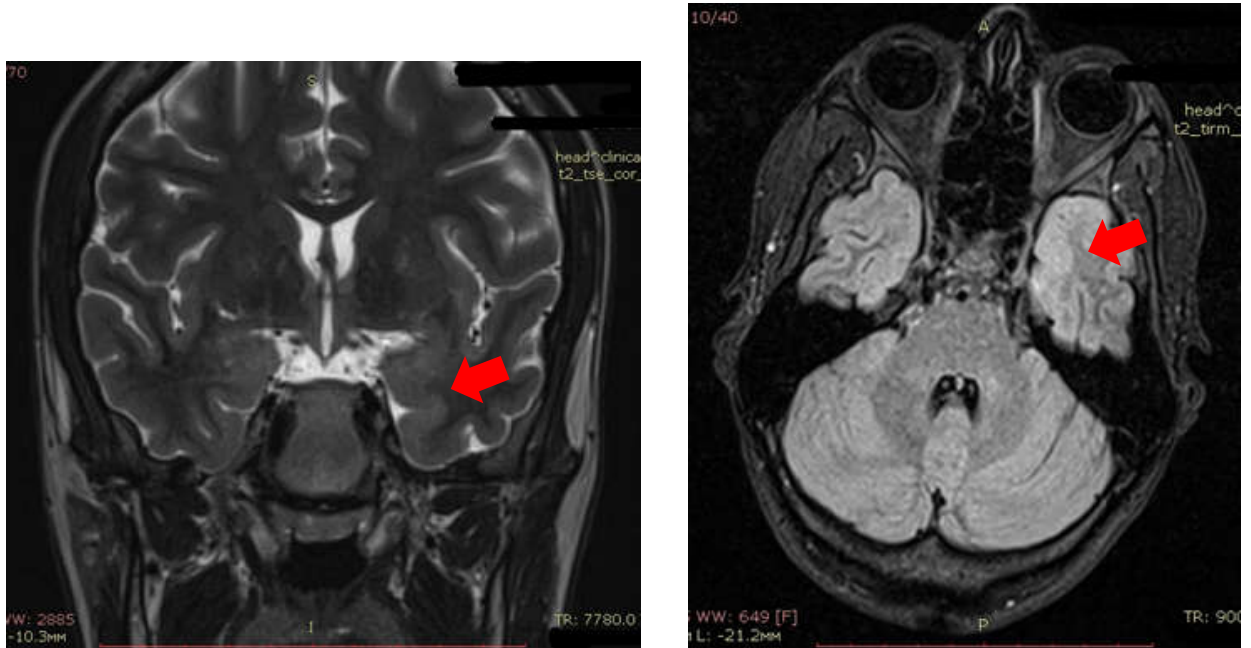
МРТ головного мозга пациента с ФКД левой височной доли
